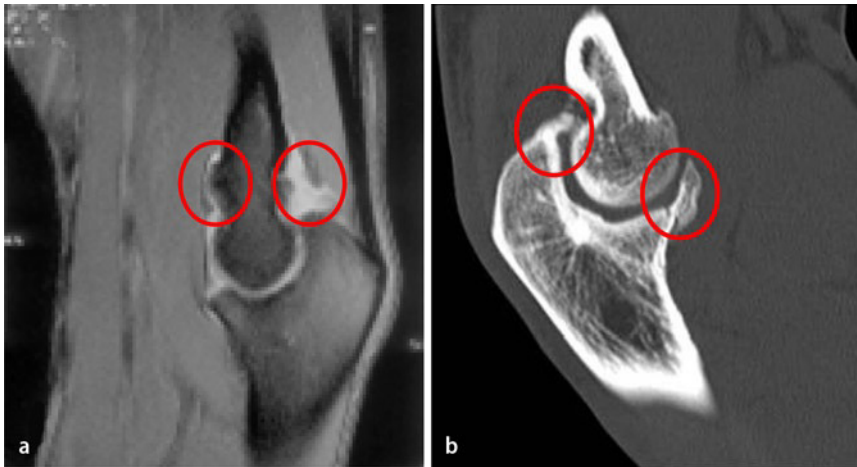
▲ a) En la imagen de la RMI se observan osteofitos en la zona del húmero anterior. b) El control mediante TAC muestra la magnitud y la localización de las formaciones osteofíticas.
